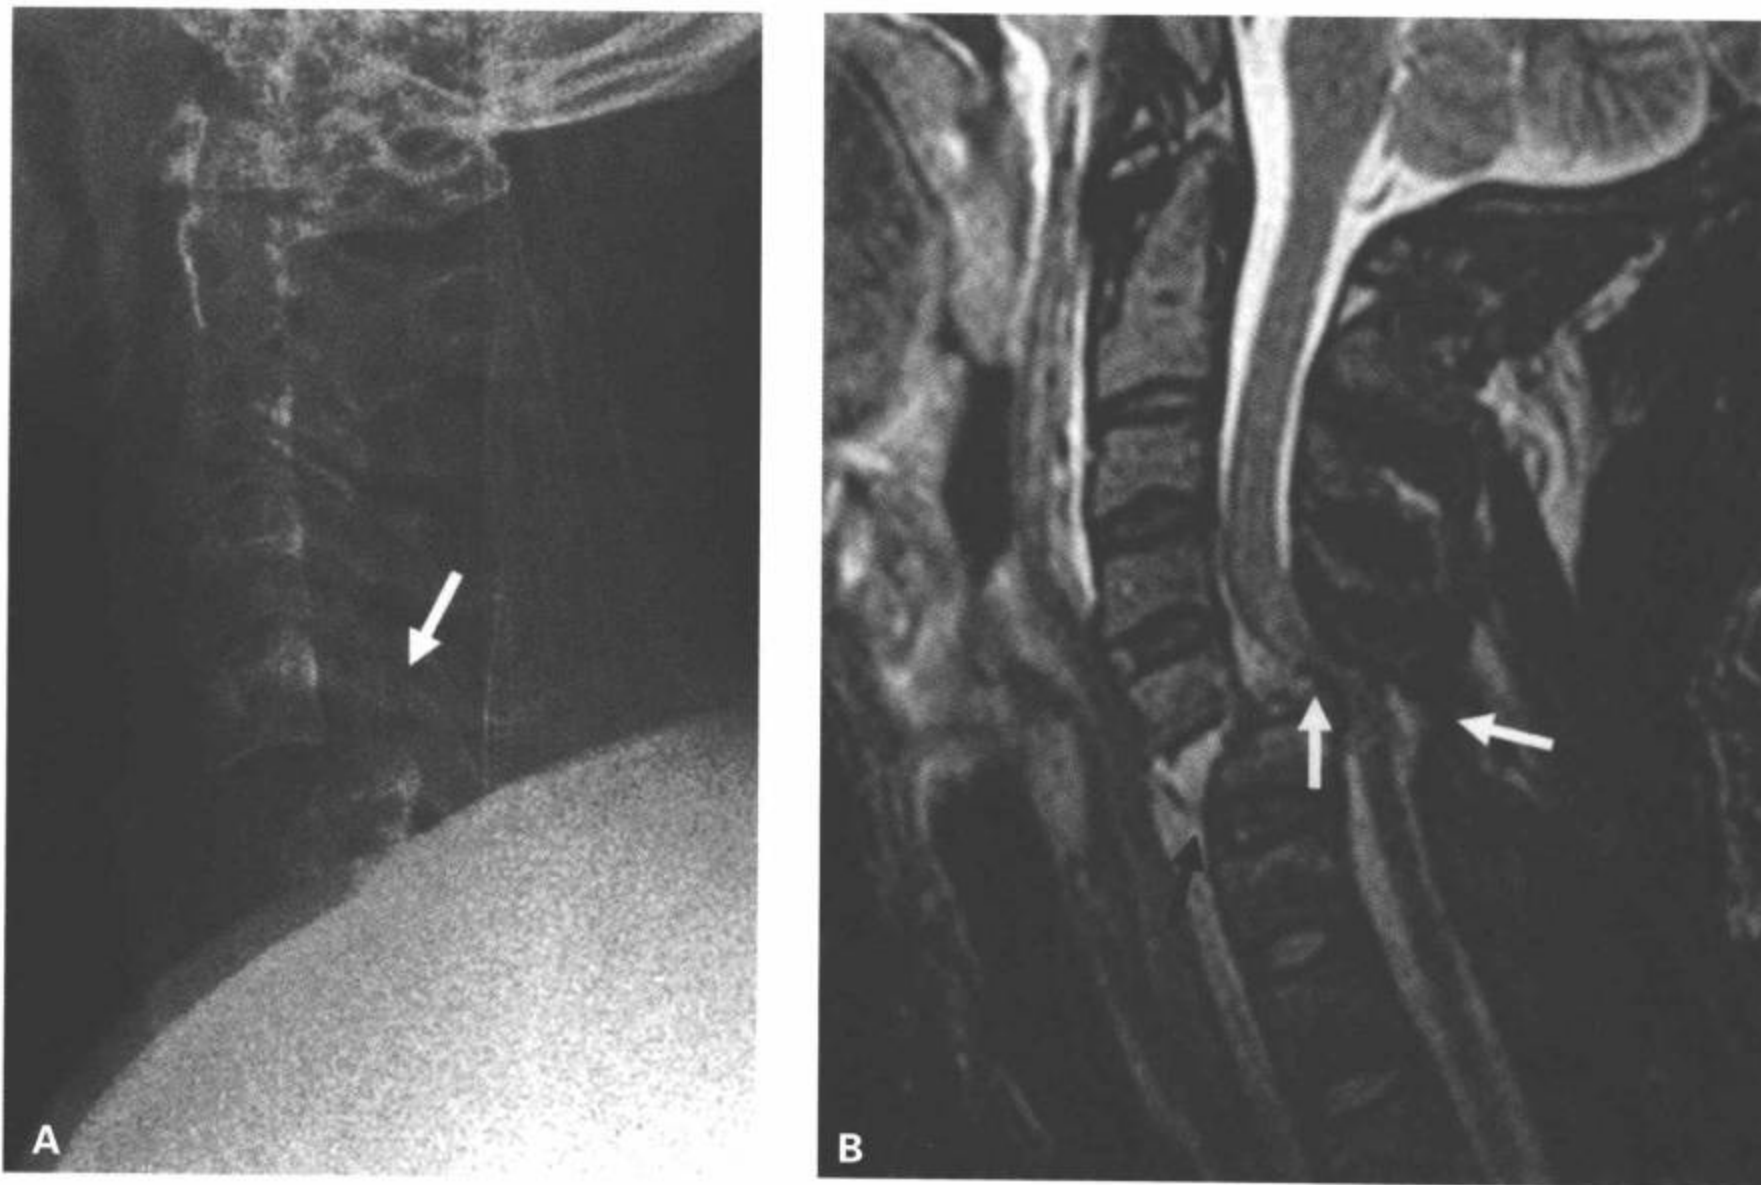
双侧椎小关节脱位。A:颈椎侧位片显示 C5/C6 双侧椎小关节脱位 (白箭), 向前滑脱 > 50%。B:MRI 正中矢状面 T2WI 图像显示前纵韧带 (黑箭) 和后纵韧带 (黄箭) 断裂, 黄韧带 (白箭) 断裂或撕裂。脱位层面的椎管明显狭窄伴脊髓广泛挫伤, C5 ~ C6 水平脊髓中央出血。(见彩图 6-50B)
